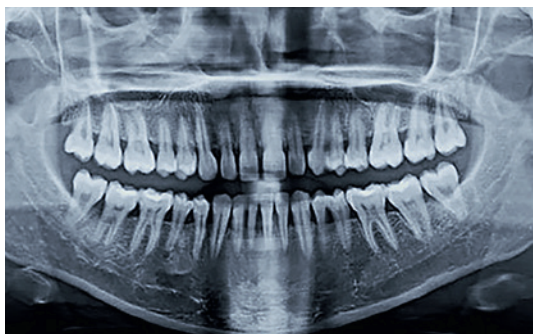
Пациент М., 54 года. Диагноз: Хронический генерализованный пародонтит тяжелой степени тяжести в сочетании с ПБ. Ортопантомограмма
